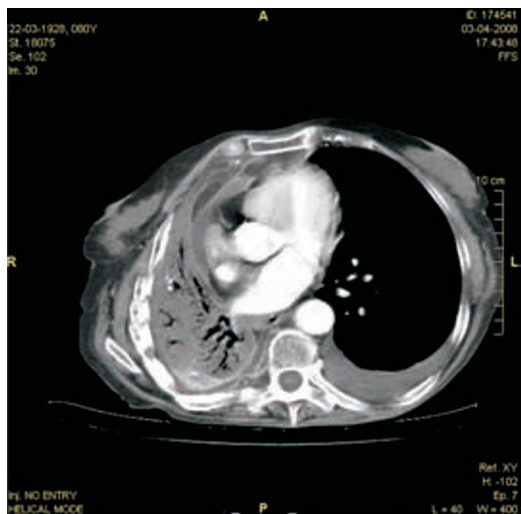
TAC toracoabdominal 3/04/08 (derrame pleural esquerdo de médio volume)
